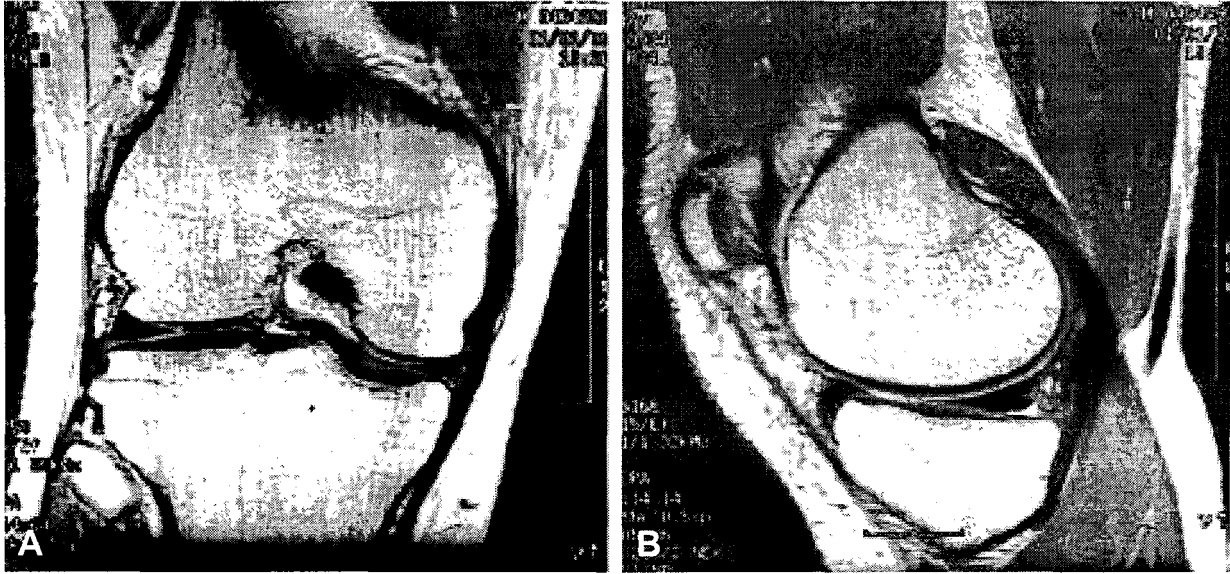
MRI coronal and saggital image of right knee show normal meniscus.
